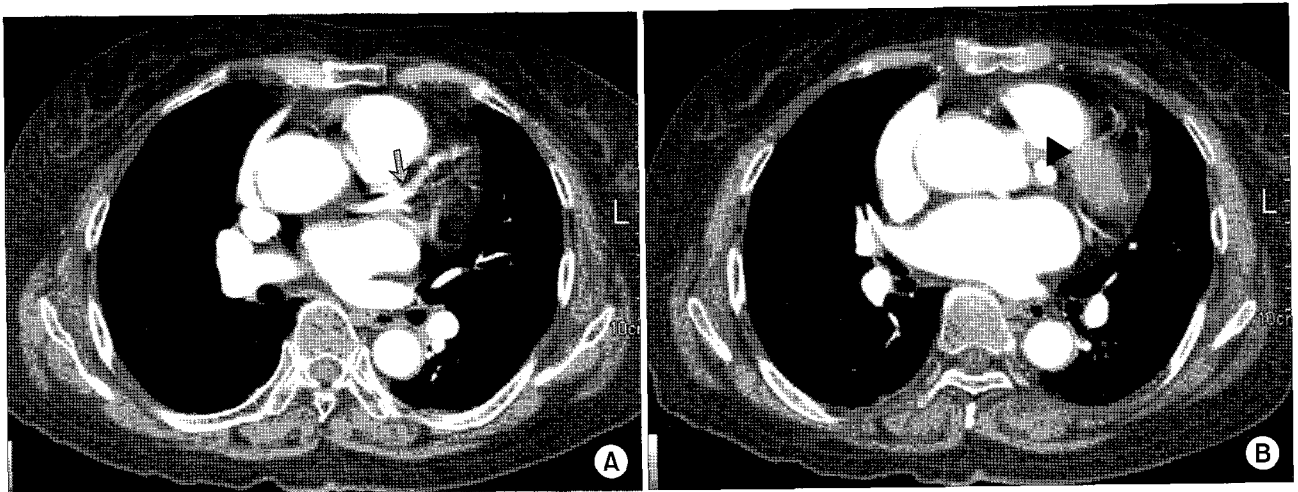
Chest computed tomography demonstrates the origin of the left coronary-to-pulmonary artery fistula from the left anterior descending coronary artery (A, arrow) and a saccular aneurysm located behind the main pulmonary artery (B, arrow head).
